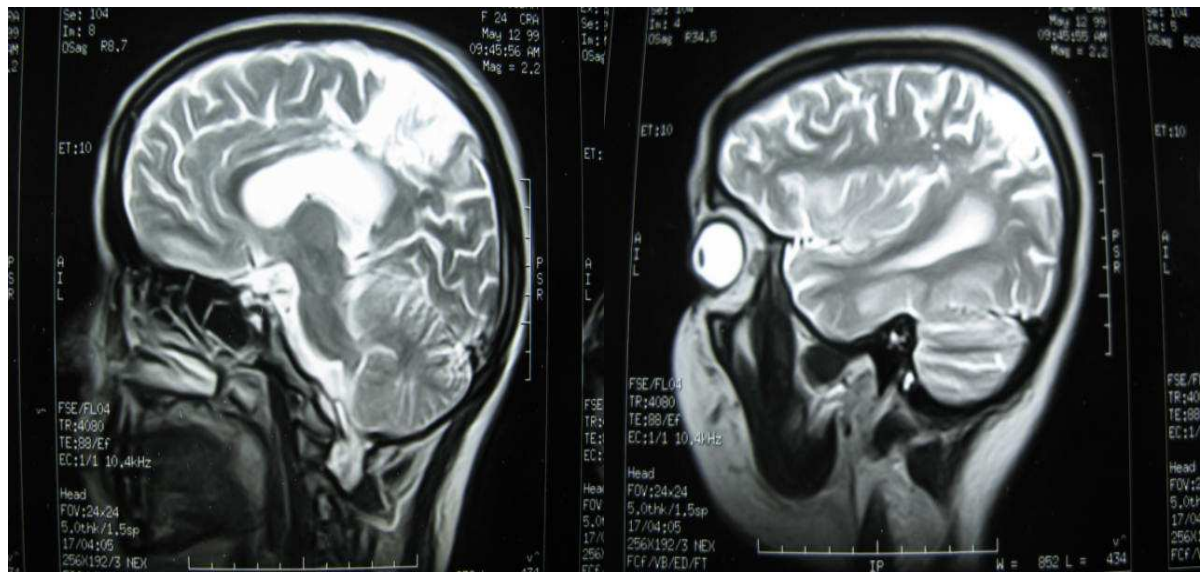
IRM cérébrale montrant un AVC ischémique cortical et des lésions punctiformes de la substance blanche (patiente N°3)
